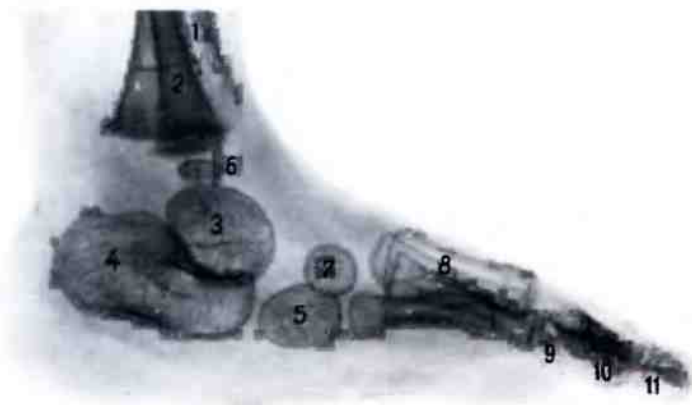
Кости стопы ребенка 1 года (рентгенограмма).
